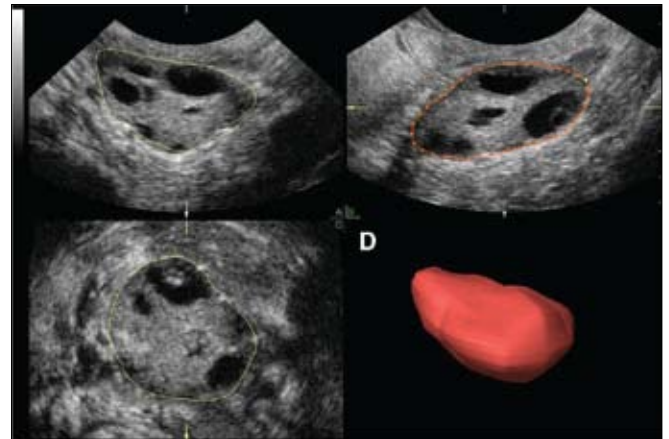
Ultra-sonografia tridimensional do ovário: modo VOCAL – a medida é realizada no plano B por meio do delineamento manual do córtex ovariano e por meio da rotação em 180° forma-se a imagem tridimensional do ovário (D).
